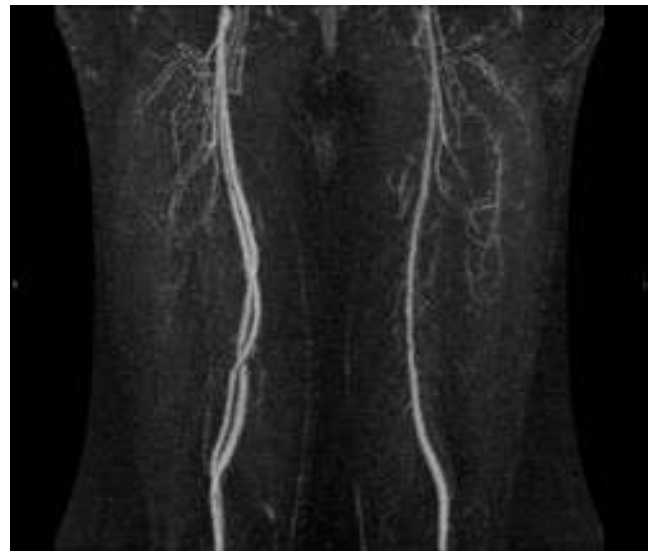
Angiorresonancia magnética de extremidades inferiores que muestra la presencia de arteria femoral superficial derecha doble.
